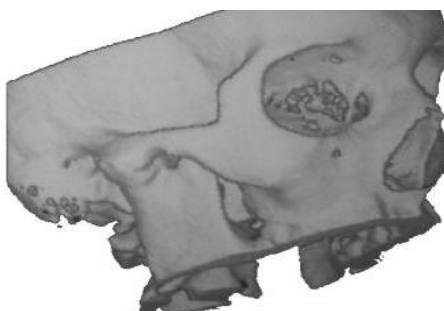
TAC 3D mostrando anquilose em ATM direita. Adaptado de (Vasconcelos et al, 2003)
